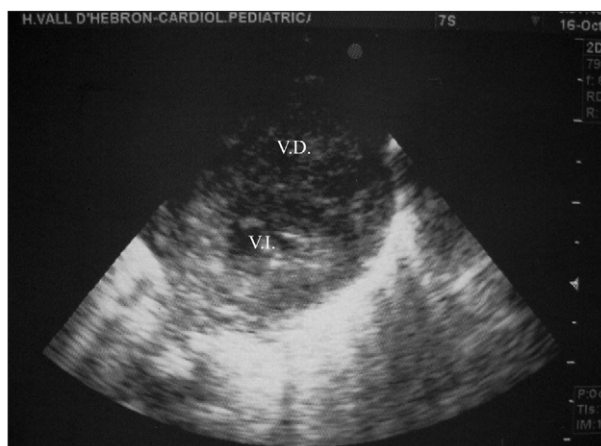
Ecocardiografía 2-D. Proyección paraesternal corta ventricular que muestra hipertrofia biventricular grave con luz ventricular muy reducida. VI: ventrículo izquierdo; VD: ventrículo derecho.
